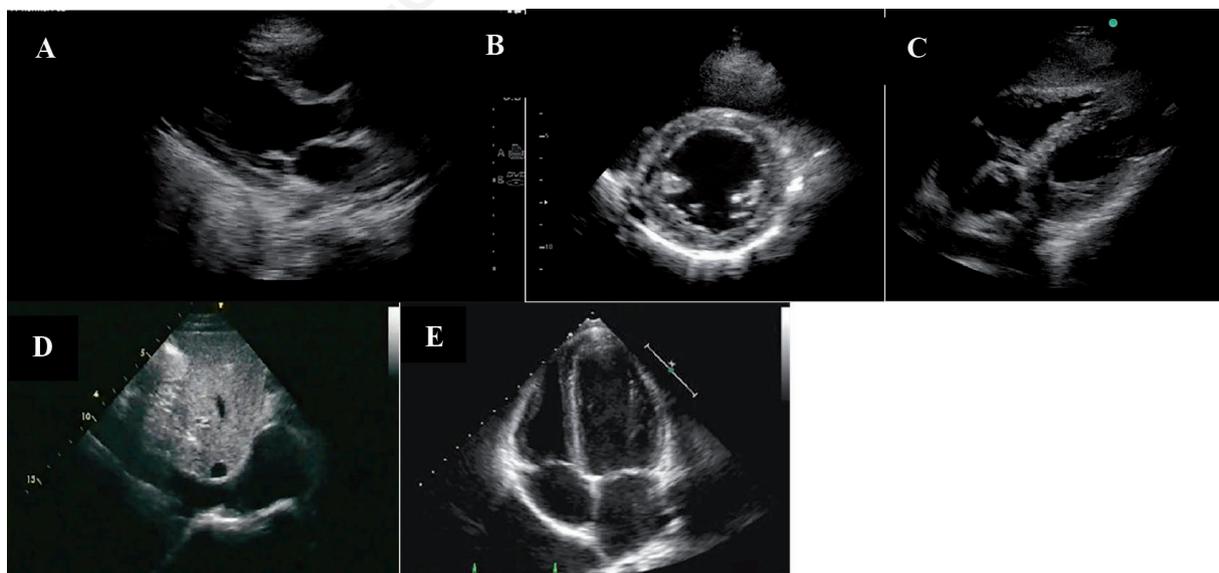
Semeiologia ecografica cardiaca. A) proiezione longitudinale parasternale (ventricolo sx, atrio sx, radice aortica e ascendente); B) proiezione in asse corto parasternale (ventricolo dx, atrio dx e aorta); C) proiezione apicale 5 camere; D) proiezione sottocostale (VCI e il pericardio); E) proiezione apicale 4 camere.
